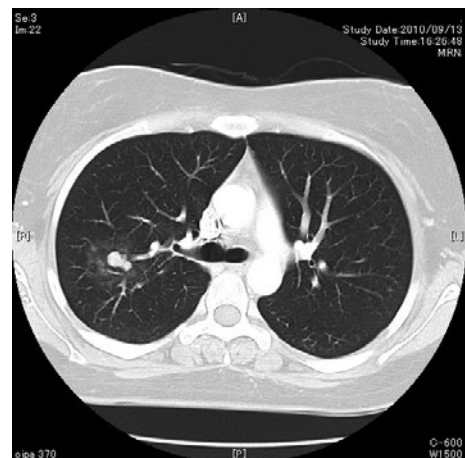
Chest CT scan demonstrated a solitary nodule with surrounding infiltration in the right S2 region.
